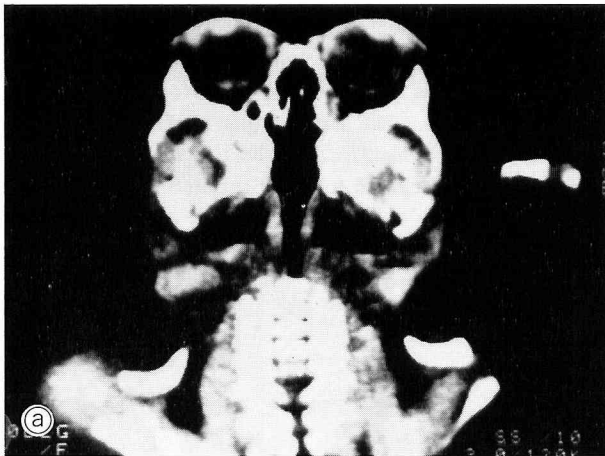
頭部 CT : a. 鼻中隔の欠損, 眼窩間距離の短縮, 眼球突出, 眼窩の狭小化が認められた。b. 半球間裂は前部, 後部とも認められた。第3脳室, 側脳室前角は明瞭には区別できなかった。側脳室体部および三角部は分離して認められた。
